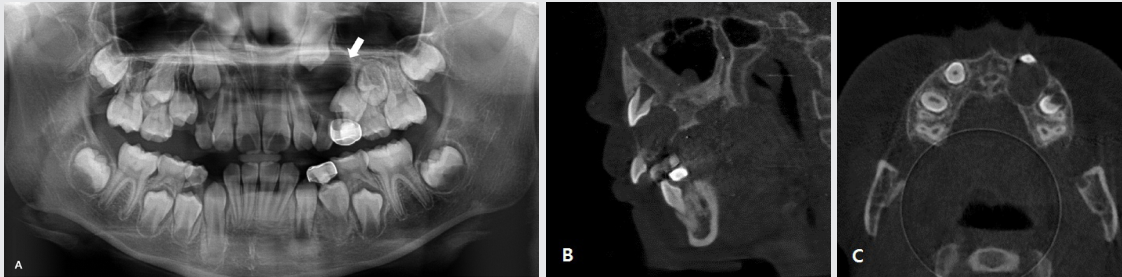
Initial radiographs (A: panoramic view, B,C: CT view) show cystic lesion (white arrow) including the crown of the left maxillary canine.
